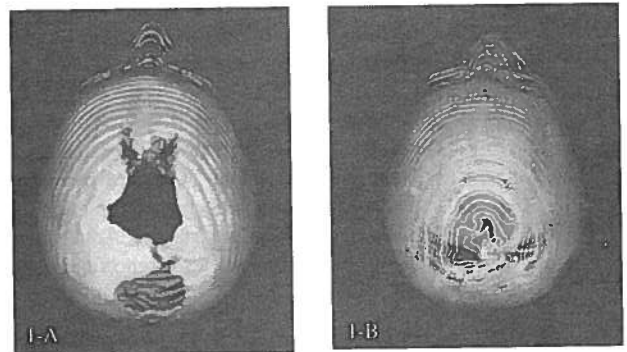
TC 3D osso (1-A) e pele (1-B); defeitos de encerramento, mais extenso o ósseo. Encerramento ósseo completo no vértex
